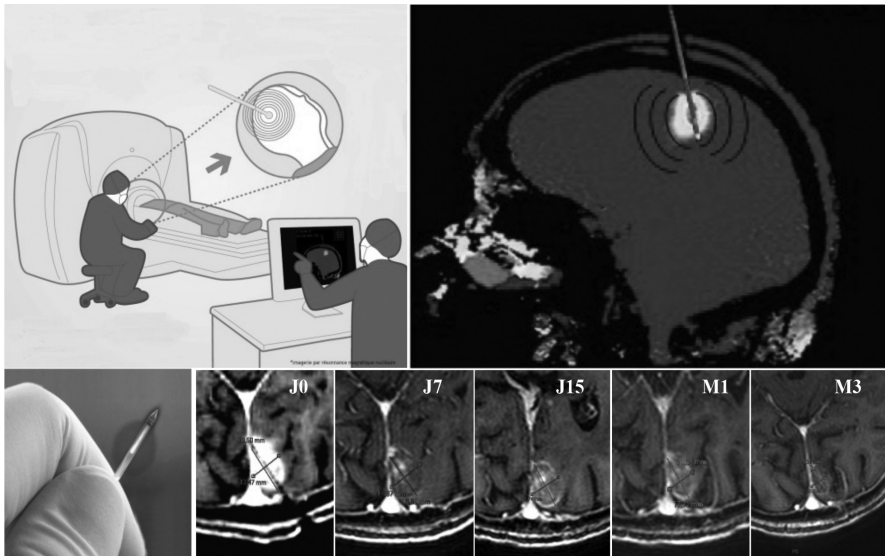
Sonde interstitielle cérébrale Laser pour le traitement hyperthermique de tumeurs cérébrales sous contrôle IRM continu, sous anesthésie locale, en ambulatoire.
